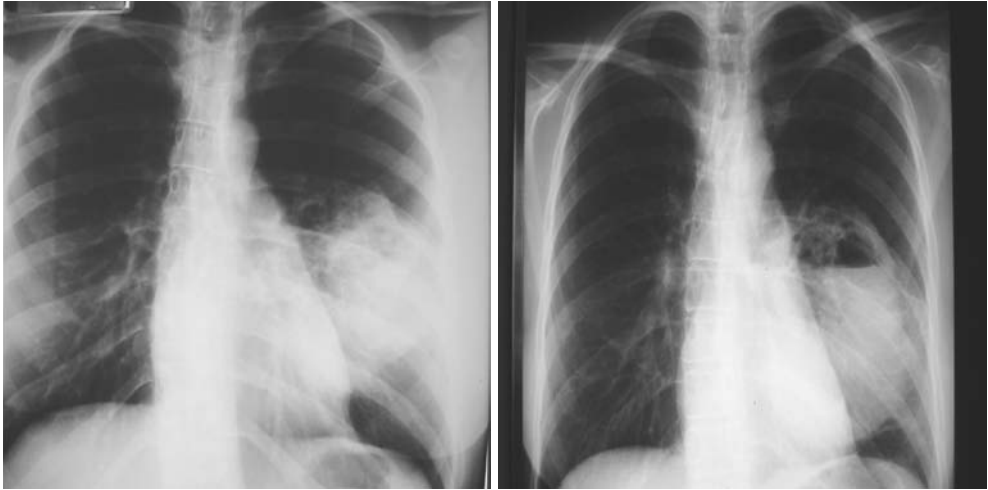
Radiografías de tórax de una paciente con un cuadro de tos seca, fiebre y mal estado general de 36 años. Entre las dos placas transcurren diez años.
